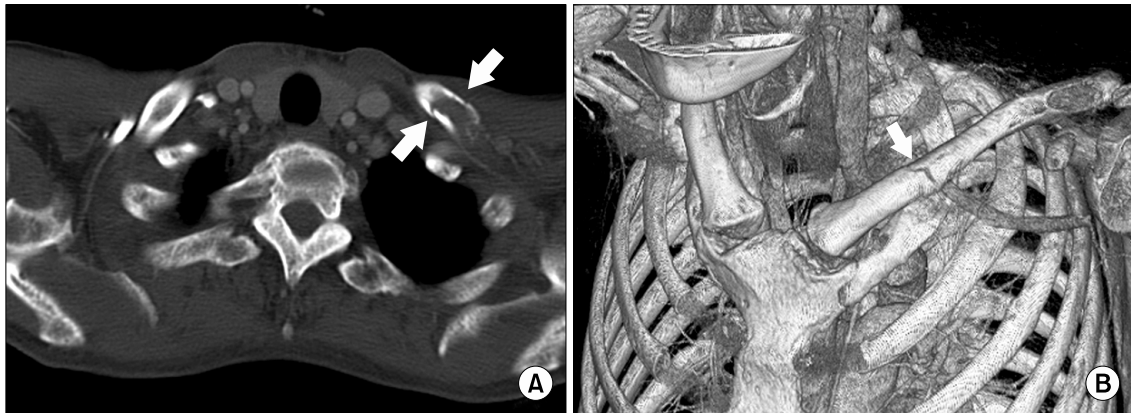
(A) Axial computed tomography image with soft tissue and bone window shows multiple disruptions of cortical continuity of left clavicle (arrows) and (B) reconstructed 3D image demonstrates a non-displaced irregular fracture line at the middle clavicular shaft (arrow).
